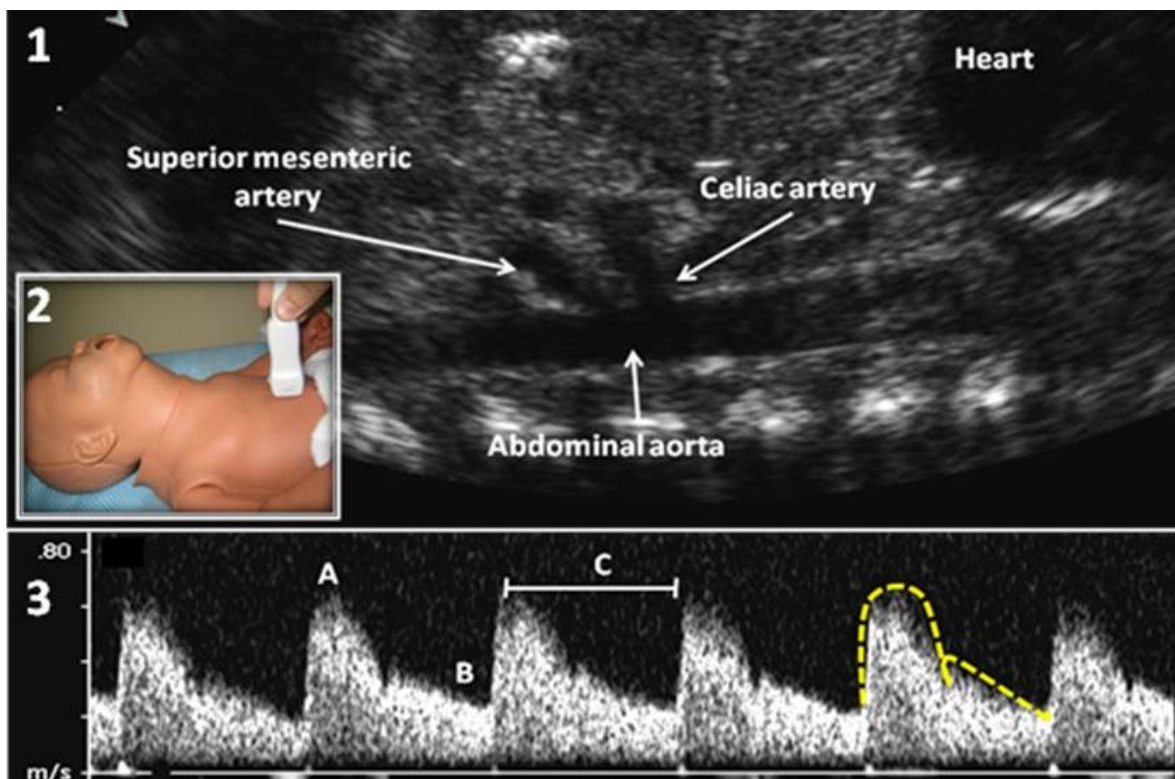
Doppler de flujo en arteria celiaca desde ventana subcostal. 1. Vista subcostal. 2. Posición del transductor en ventana subcostal, corte sagital. 3. Doppler de flujo sanguíneo en arteria celiaca. A. Velocidad máxima. B. Velocidad mínima.
